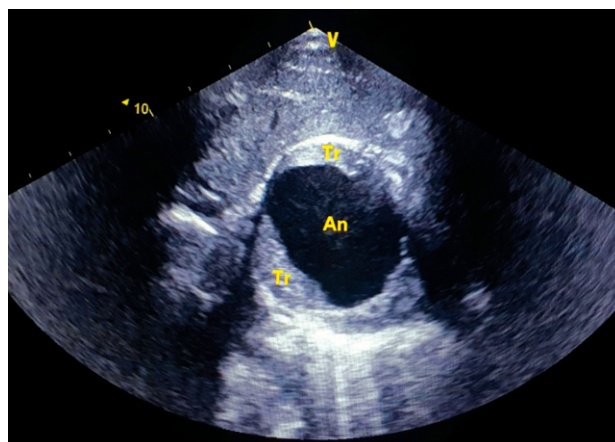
Эхокардиограмма. Субкостальная позиция. An – аневризма левого желудочка, Tr – тромб
